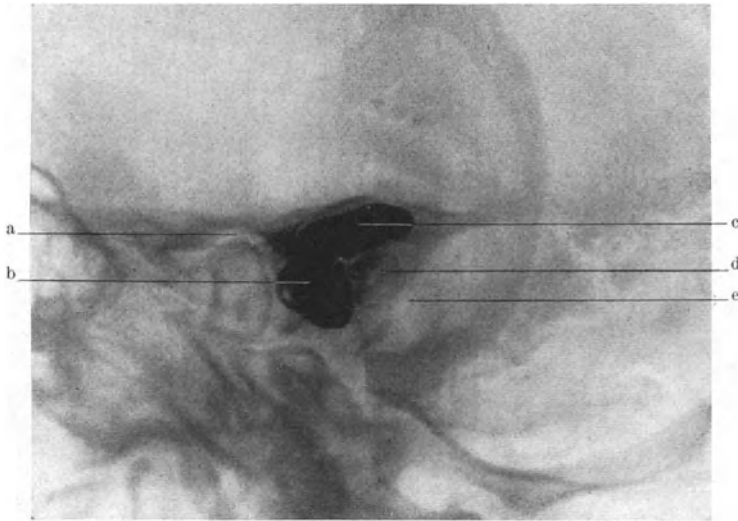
Röntgenaufnahme einer großen Cholesteatomhöhle mit Jodipinfüllung. a Kiefergelenk. b Jodipin im äußeren Gehörgang. c Mit Jodipin gefüllte Cholesteatomhöhle. d Kompakter Warzenfortsatz. e Sinus sigmoideus.
